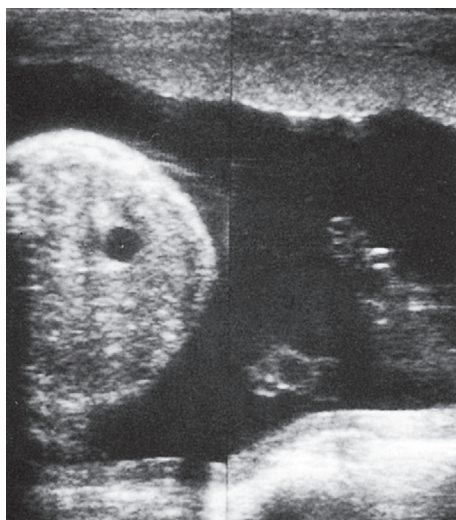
Hydramnios (aspect échographique).
